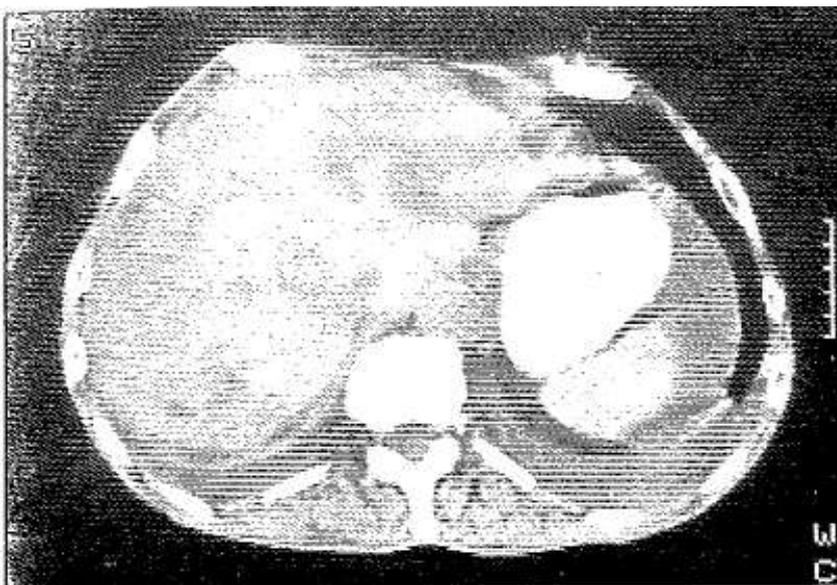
TAC abdominal en el momento de iniciar el tratamiento. Múltiples imágenes ocupacionales en el hígado. Signos de ascitis.
